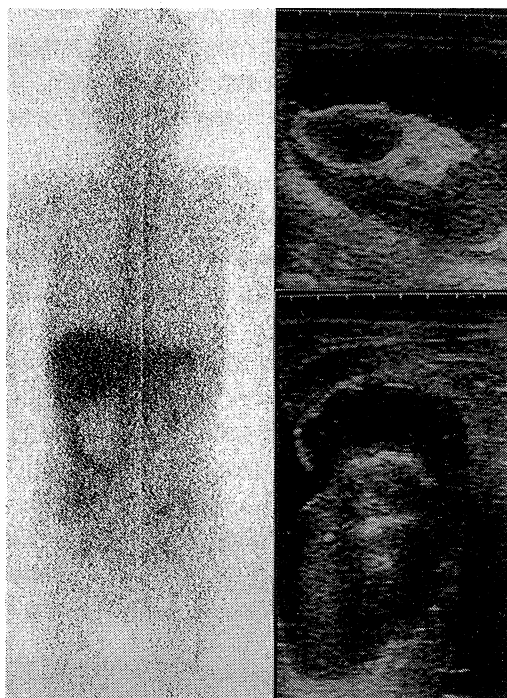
Left: Anterior projection of ^{67}Ga citrate scan shows a large egg-like uptake with central filling defect. Right: Ultrasonography reveals cyst-like structure in the abscess.
